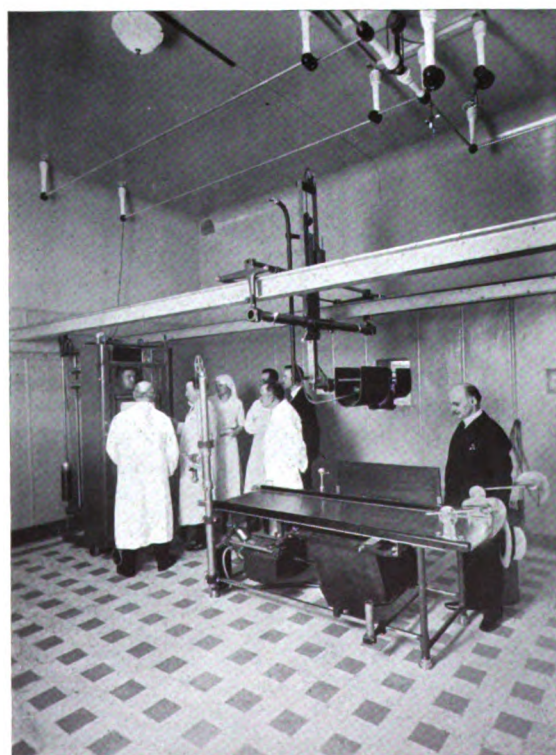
Salle mixte de Radioscopie et Radiographie équipée avec pont roulant, table radio-grille et châssis J. Belot.
